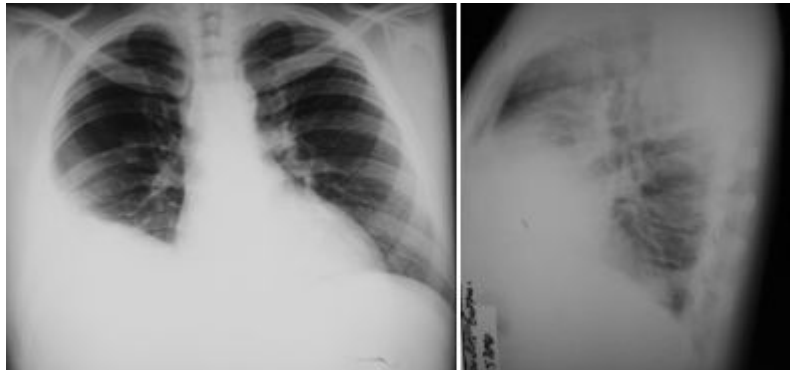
Radiografía posteroanterior (PA) y lateral de tórax postoperatoria
